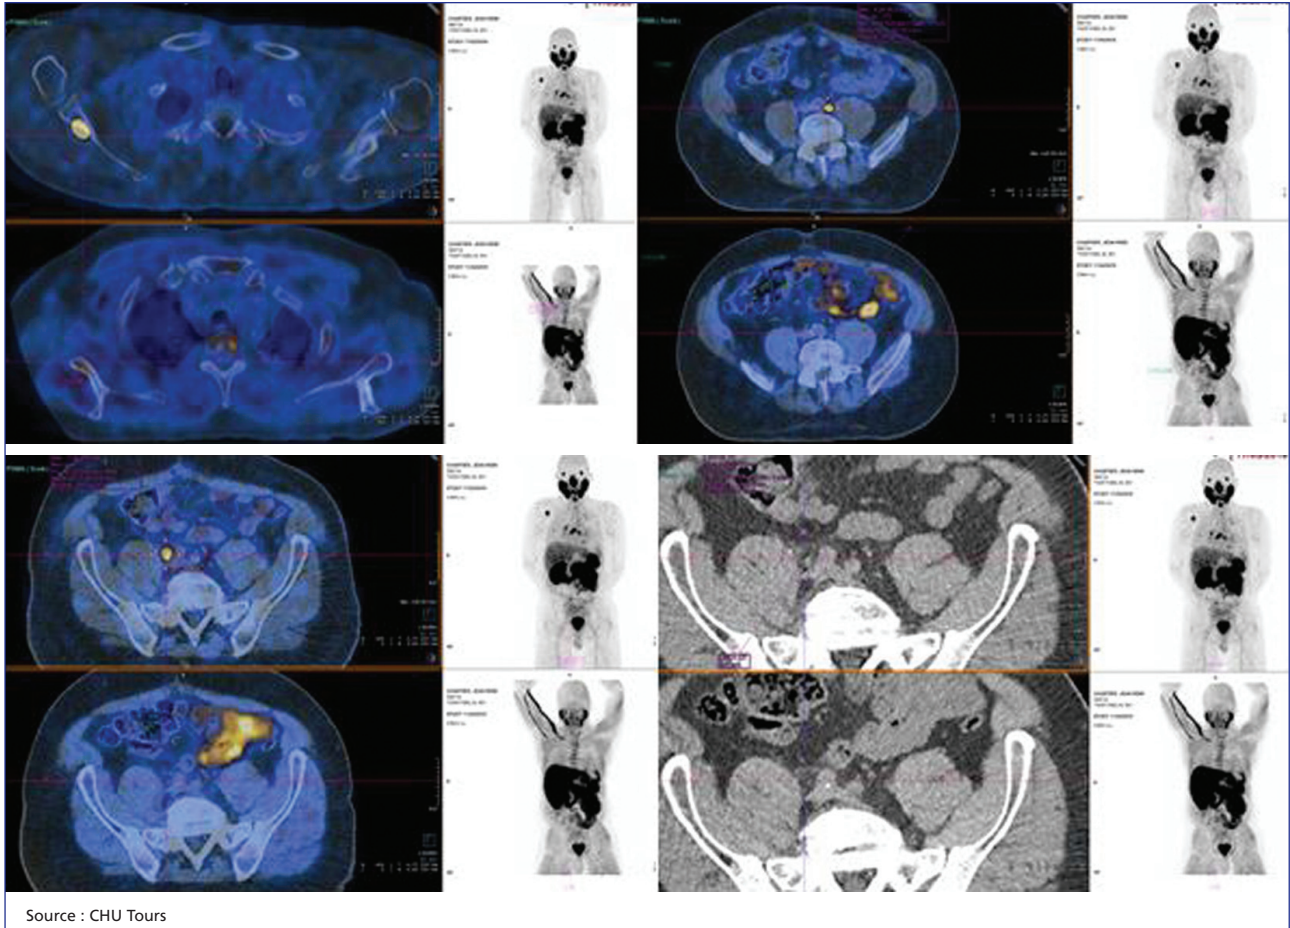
TEP ^{68}Ga -PSMA (lignes supérieures) vs TEP ^{18}F -choline. Cancer de la prostate ISUP 4 traité par prostatectomie radicale (pT3R0N0M0). Récidive biochimique avec un PSA (prostate specific antigen) à 3,3 ng/ml. TEP choline considérée comme négative, TEP PSMA montrant des adénopathies et des localisations secondaires osseuses.
